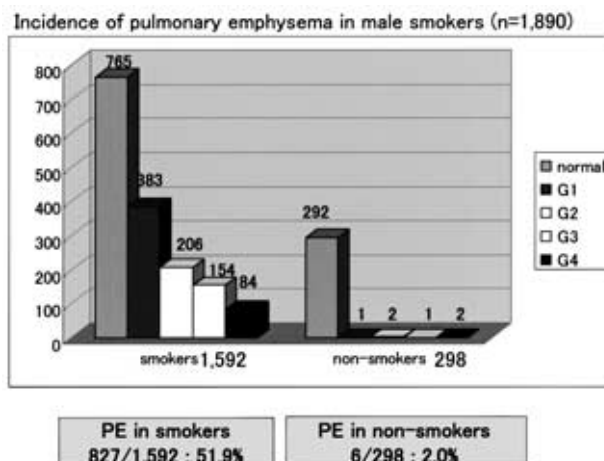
Incidence of pulmonary emphysema in male smokers. The severity of pulmonary emphysema (PE) on CT is shown from grade (G)1, mild, to G4, severe.
